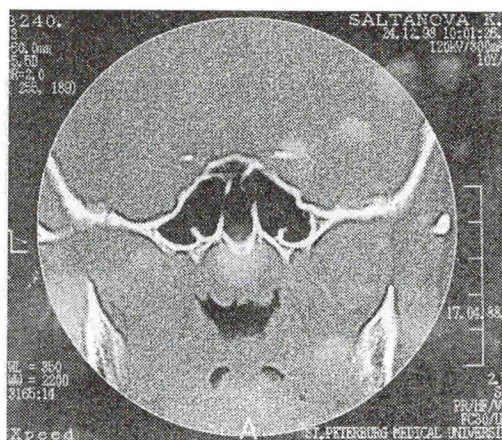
Компьютерная томограмма клиновидных пазух (коронарная проекция) девочки 13 лет. Костные гребни в клиновидной пазухе, в носоглотке аденоидные вегетации больших размеров.
